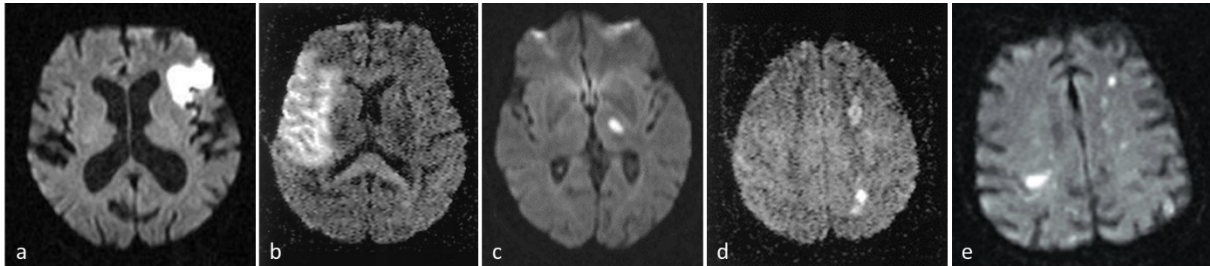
Beispiele für unterschiedliche Infarktmuster in der DWI: Kleiner (a) und großer (b) Territorialinfarkt, lakunäre Ischämie (c), Ischämie in hämodynamischen Risikozonen (d), Ischämie im Rahmen einer kardialen Embolisierung (e).
